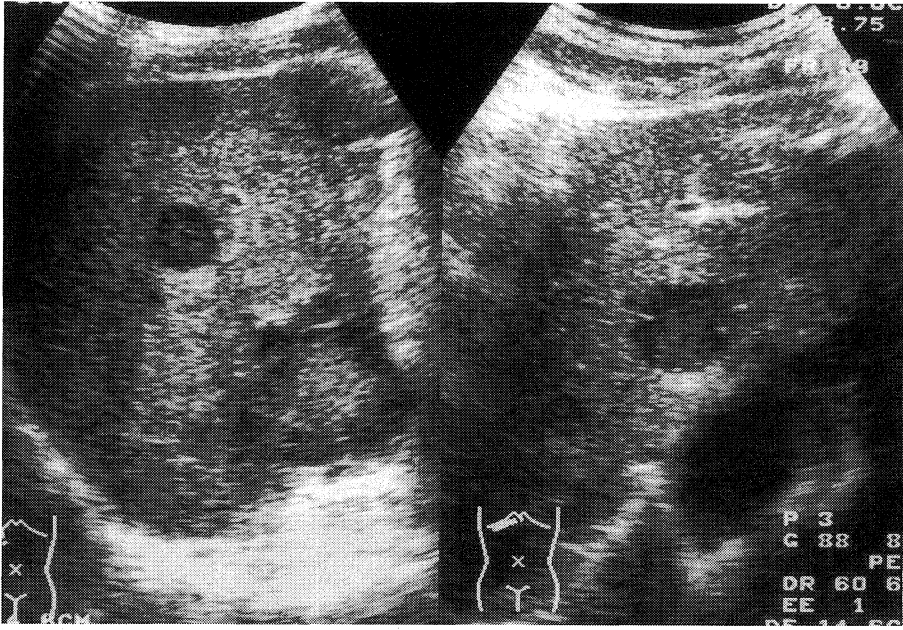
Ultrasonography showed tumors suggestive metastasis.
